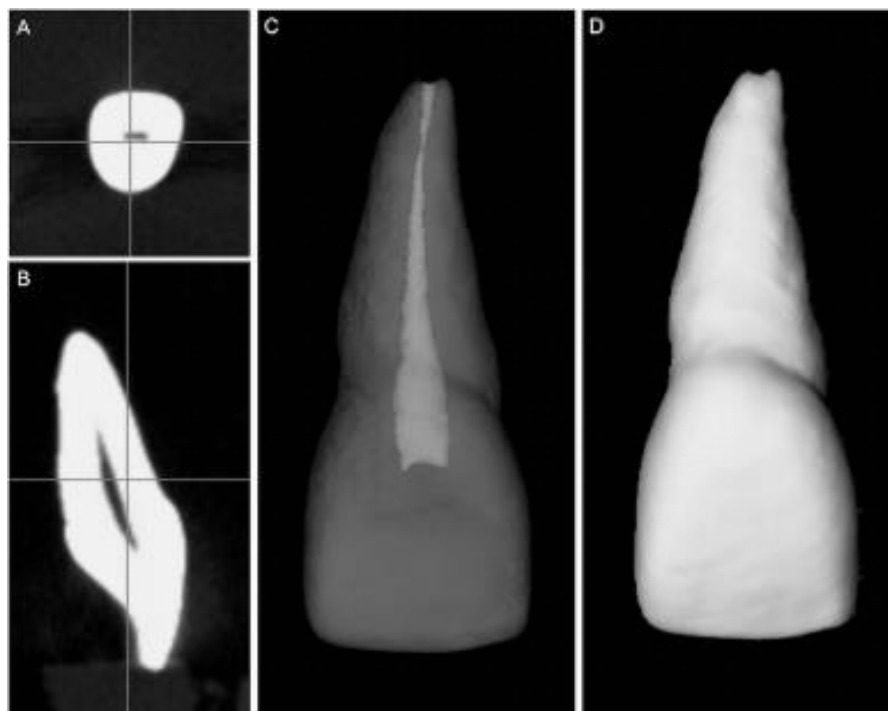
Imagens de tomografia computadorizada de incisivo central superior humano utilizada para a obtenção do modelo hígido.
